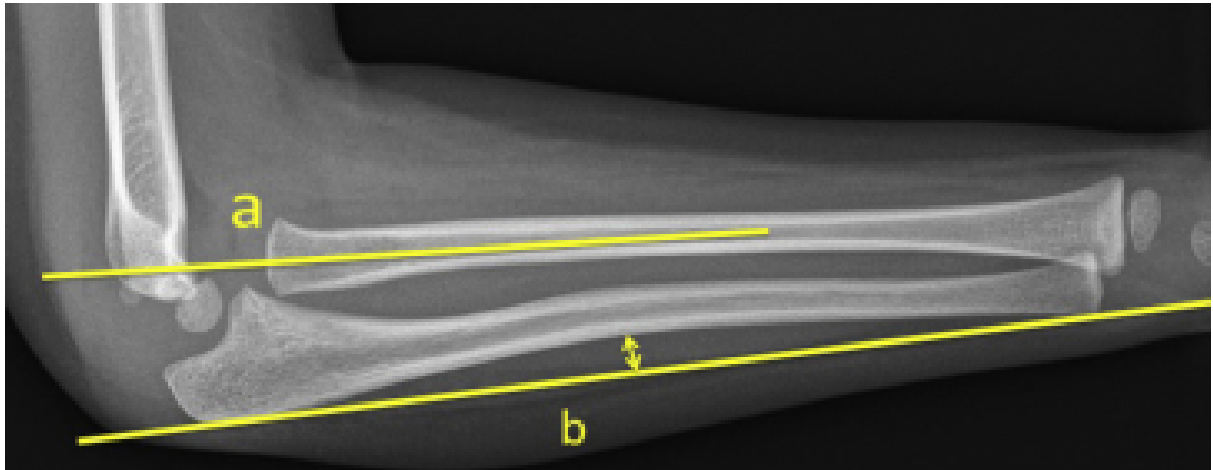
Radiographie de profil du coude et l'avant-bras d'un enfant objectivant une lésion Monteggia avec la construction de Storen .
